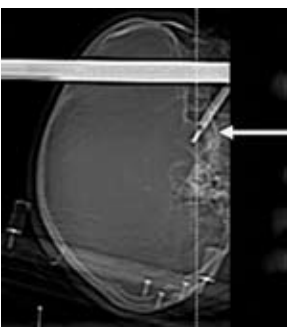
Этапы КТ стереотаксической селективной криодеструкции небольшой интраселлярной аденомы гипофиза.
